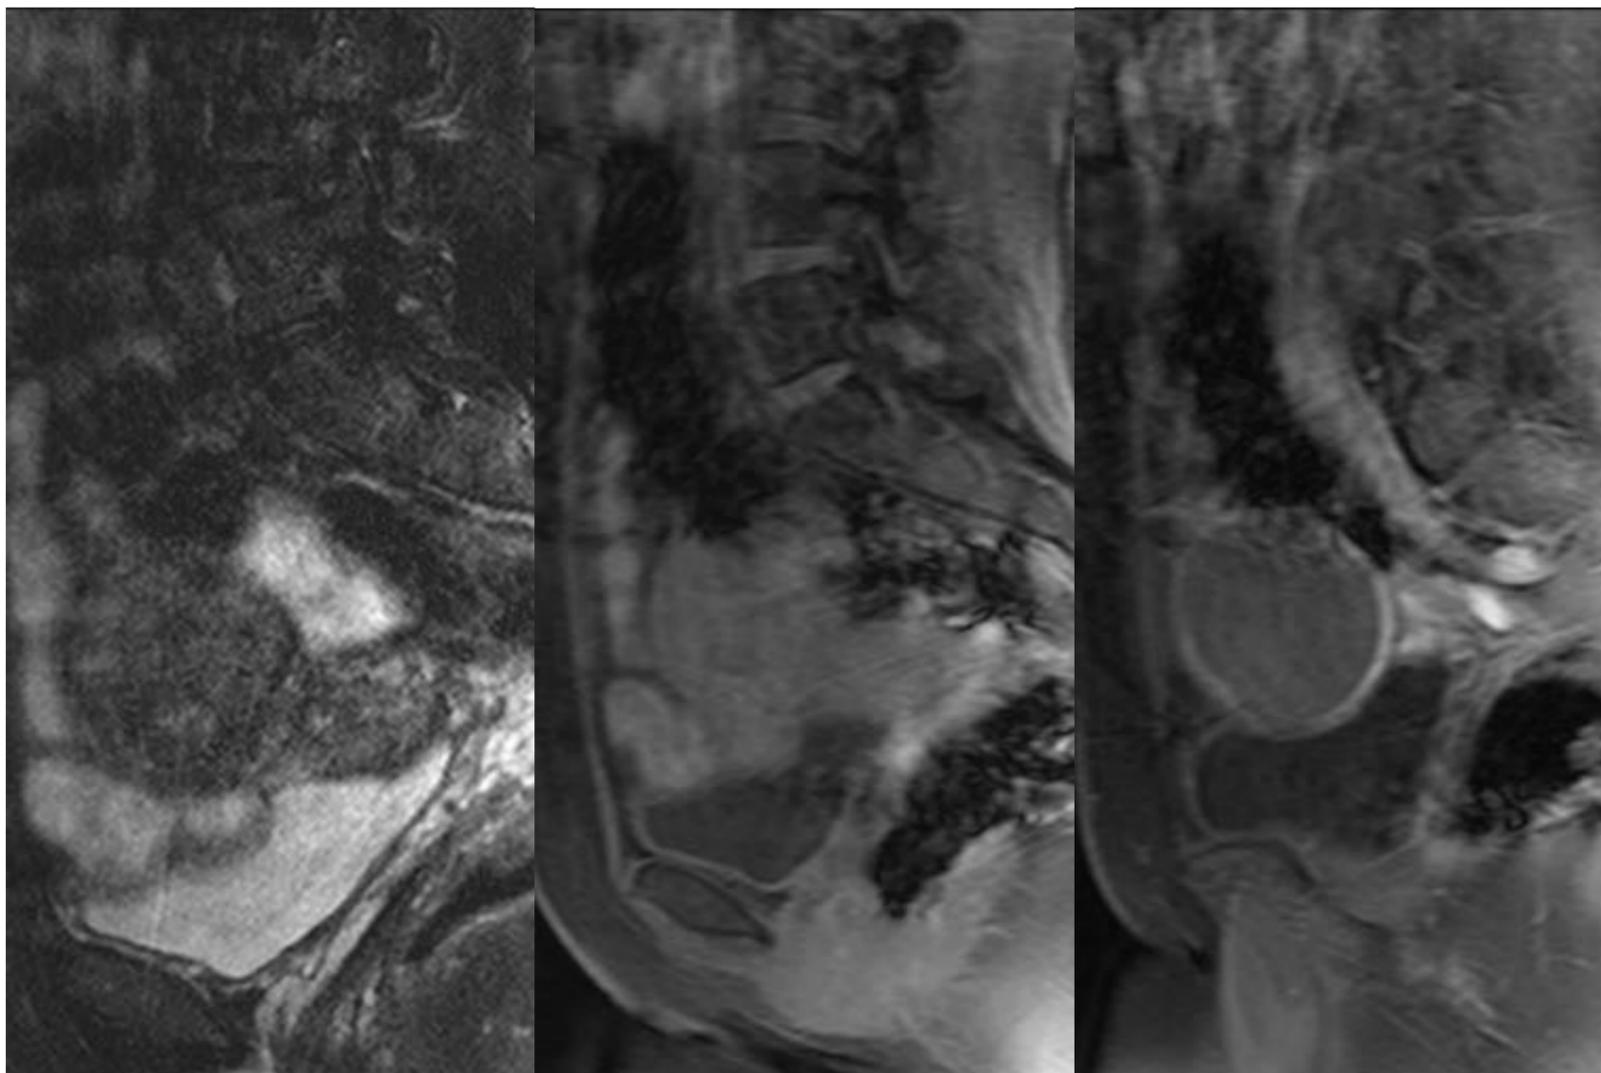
RM post embolización de la misma paciente de la figura anterior, donde también se muestra realce/vascularización periférica del mioma.
